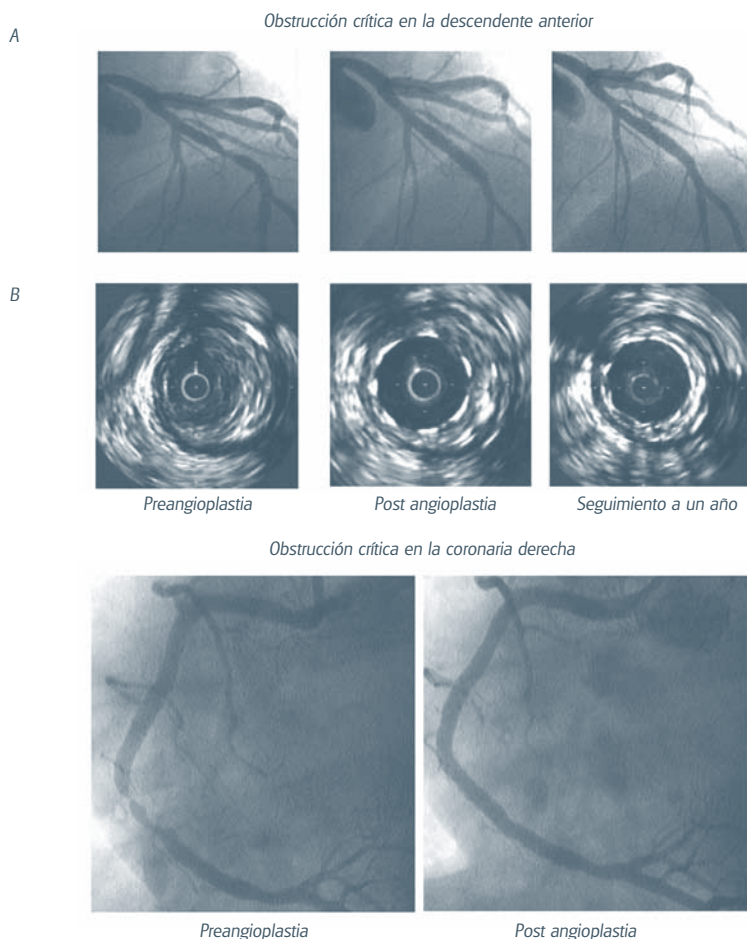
Angioplastia coronaria con colocación de stent. A: Angiografía coronaria, B: Ultrasonido intracoronario.
